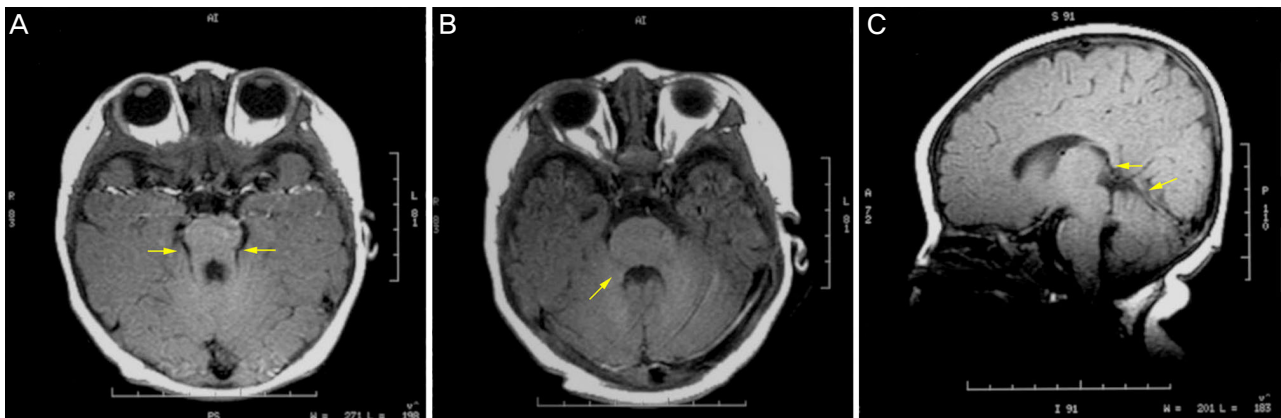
Cranial magnetic resonance imaging shows (A) 'molar tooth sign' and elongated superior cerebellar peduncles (yellow arrows) which are classic finding of Joubert syndrome. (B) bat-wing morphology of 4th ventricle (yellow arrow) and (C) thickened superior cerebellar peduncle (upper yellow arrow) and cerebellar vermis hypoplasia (lower yellow arrow) are also observed.
